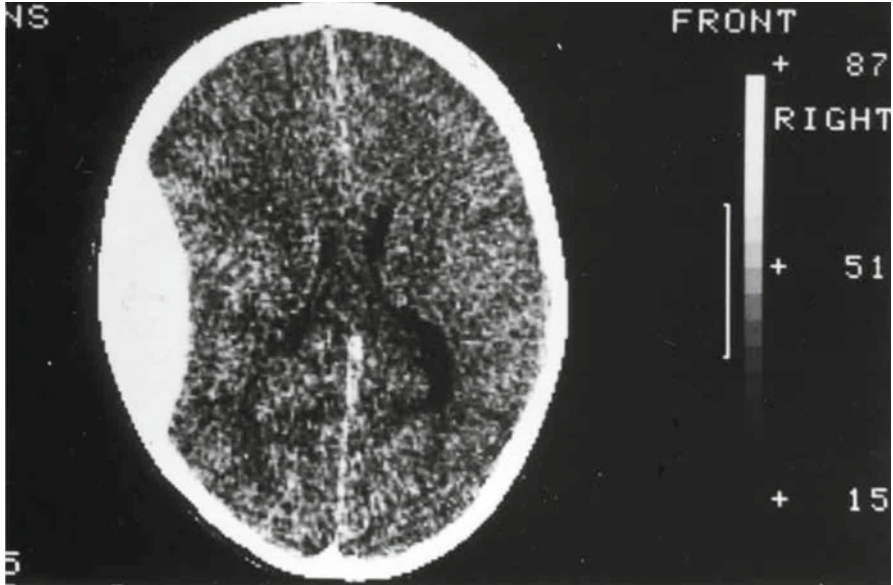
Image de CT scan cérébral, montrant un hématome extradural.
